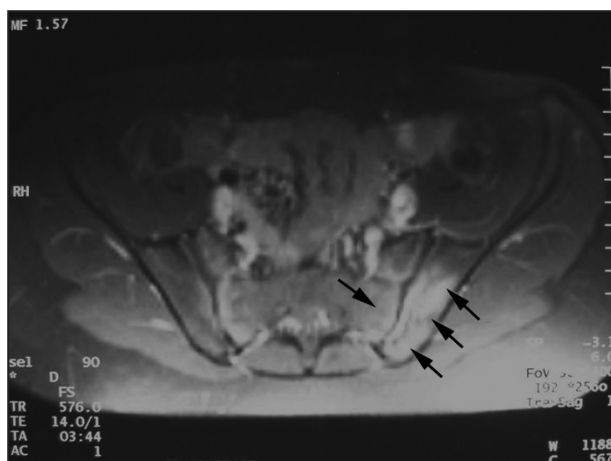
IRM du bassin : présence d'un œdème volumineux de l'articulation sacro-iliaque gauche.
